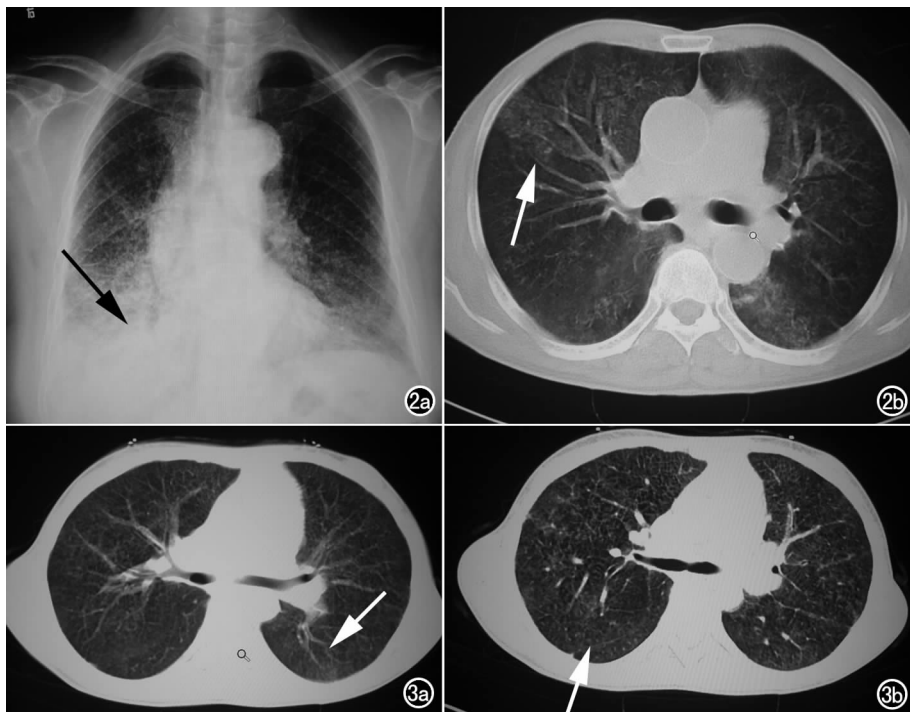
a) 双肺弥漫分布细小沙粒状阴影,病变从上至下逐渐密集,心缘及膈面模糊不清(箭); b) 双肺广泛磨玻璃密度影,其间可见斑点、颗粒状高密度影(箭)。图 3 a) 双肺透亮度减低,见弥漫分布粟粒状大小致密影(箭),双肺小叶间隔增厚; b) 1 年后 HRCT 随访复查无明显变化。
